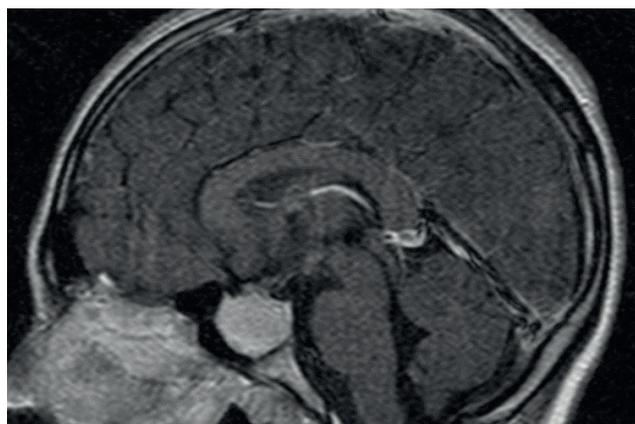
МРТ головного мозга, до лечения (сагиттальная проекция, 2019 г.)
